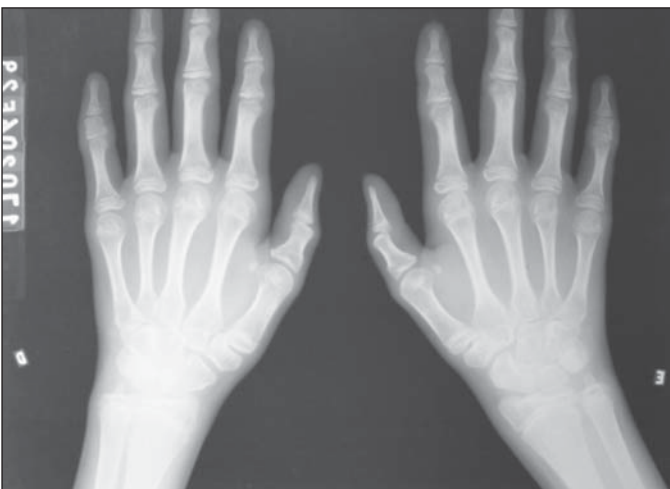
Radiografia das mãos mostrando braquidactilia nas falanges e implantação baixa dos polegares.
